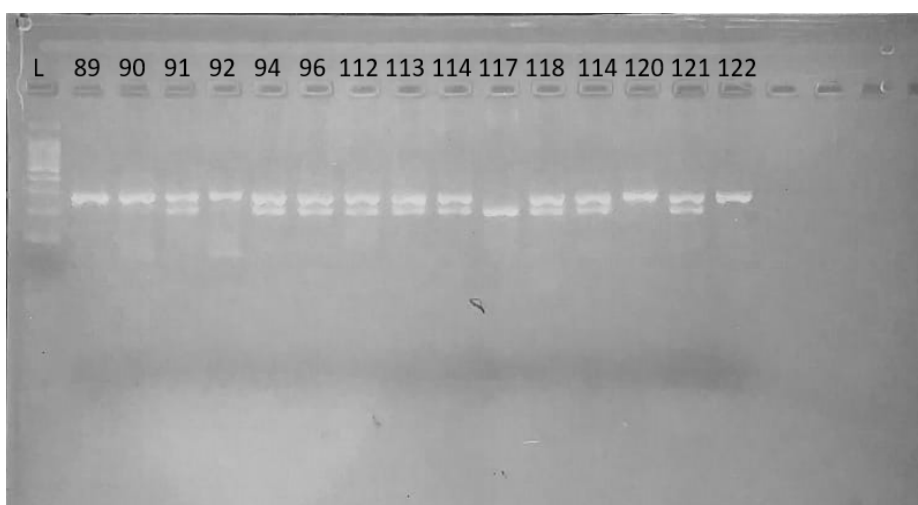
Digestão da região *FokI* do gene VDR. L- Padrão de peso molecular; Amostras 89, 90, 120 e 122- Genótipo CC; Amostras 91,94,96,112,113, 114, 118, 119 e 121- Genótipo CT; Amostra 117-Genótipo TT.
